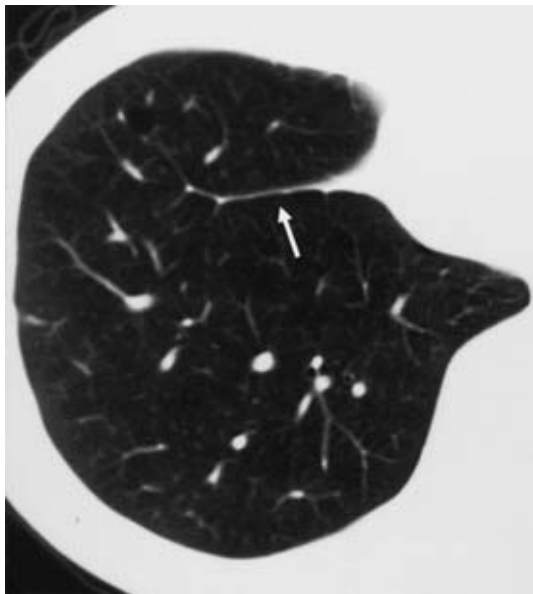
CT of the patient shown in Fig. 12. The images match well.
